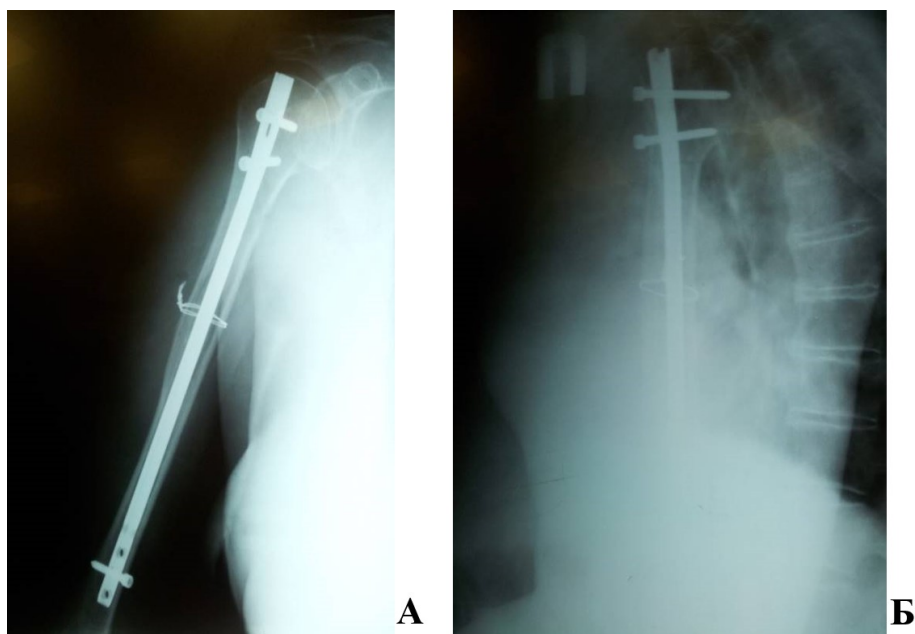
Рентгенограммы пациентки П, 72 лет, и/б 20879-13, после остеосинтеза. А – прямая проекция, Б – боковая проекция. Положение отломков и фиксатора удовлетворительное
